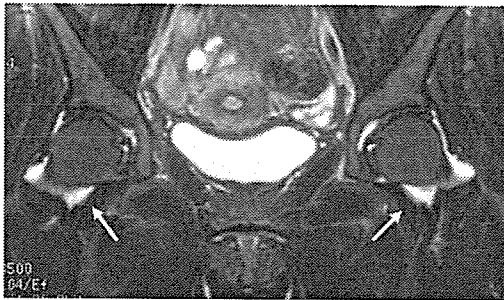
23歳女性。PSL40mg/day投与後2ヶ月のMRI画像。
